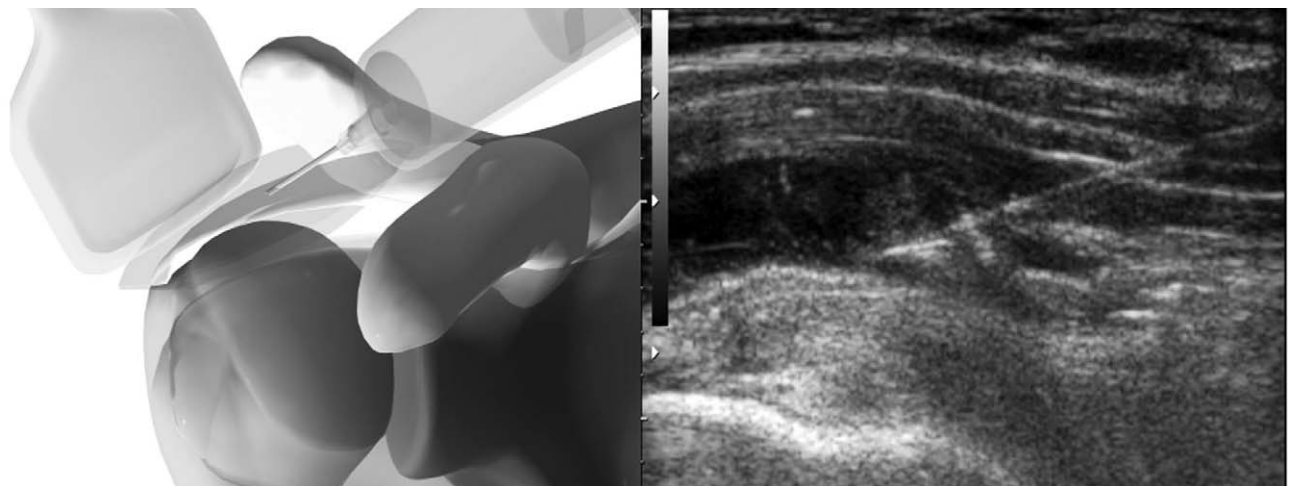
Ultrasound-guided injection of subacromial bursitis under the sonographic guidance reveal hypoechoic fluid and hyperechoic needle.
